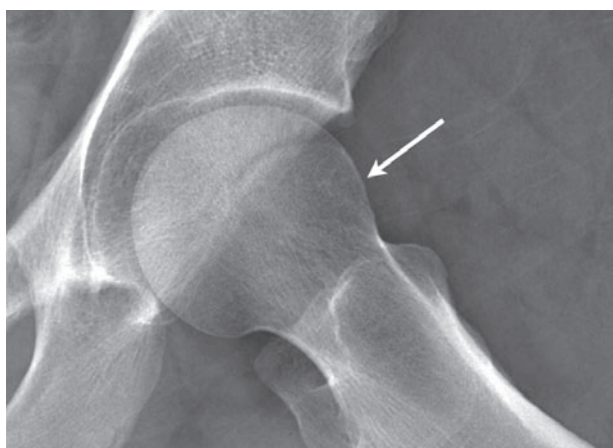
Radiografía lateral que muestra una protuberancia a lo largo de la transición cabeza-cuello femoral anterior (flecha) (cortesía de Etienne Belzile, MD, FRCSC, Quebec, Canadá).
